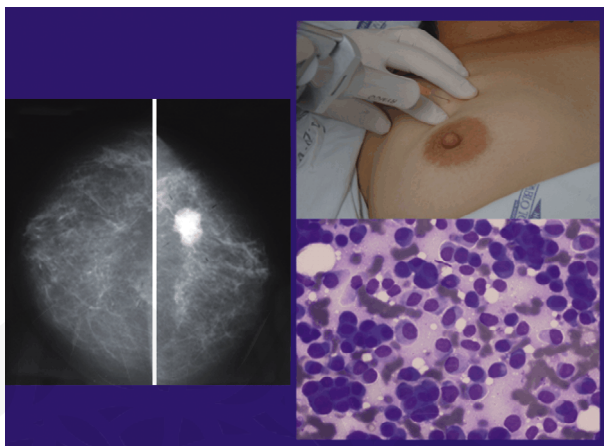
Examen triple diagnóstico: citología, clínica y mamografía o ecografía.
